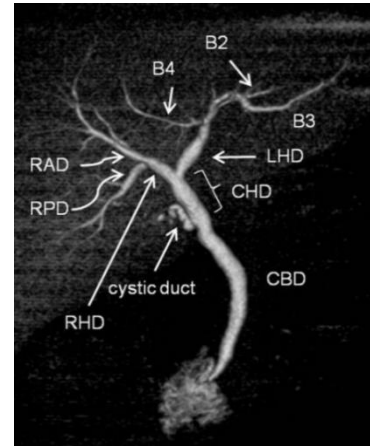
b. Colangiografía RM que muestra el patrón de ramificación normal del árbol biliar
